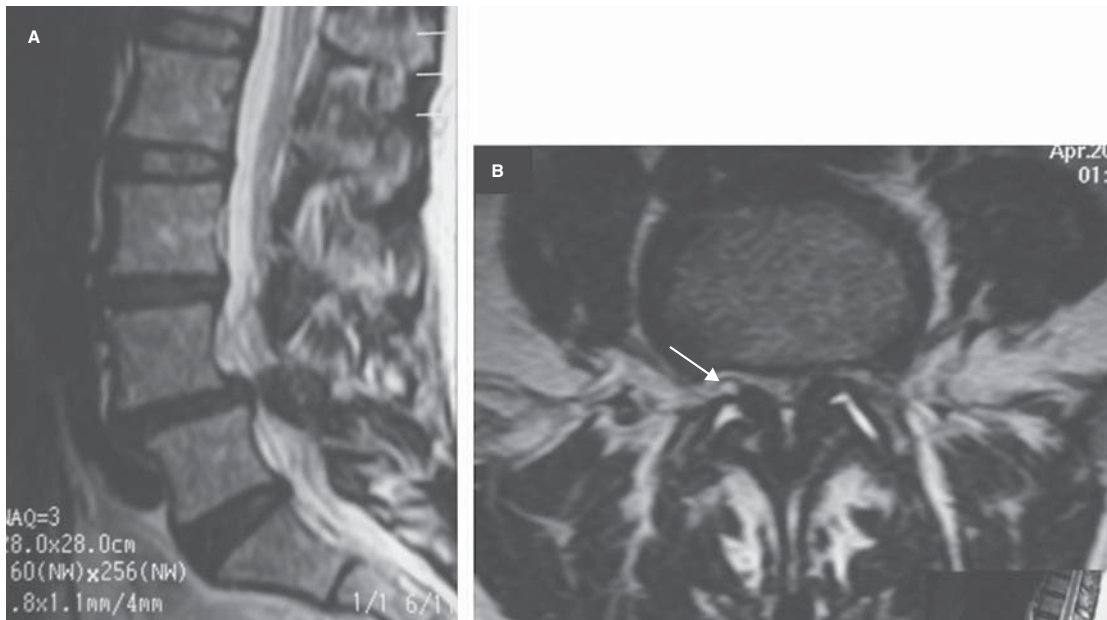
Espondilolistesis degenerativa L4-5. A) RM sagital eco de espín con información T2. Desplazamiento anterior de L4 sobre L5. Estrechez del canal. B) RM axial eco de espín con información T2. Aumento de tamaño con líquido en articulaciones interfetarias. Hipertrofia de ligamentos amarillos, pequeño quiste sinovial derecho (flecha).
